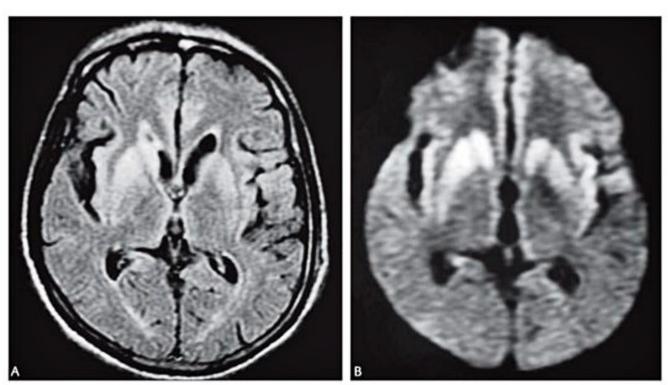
Paciente com demência associada à doença de Creutzfeldt-Jakob. Imagem de RM no plano axial, ponderada em FLAIR (A), demonstra lesões bilaterais com hipersinal nos núcleos caudados, putâmens e ínsulas, um pouco mais evidentes à direita. Essas lesões apresentam hipersinal na sequência de difusão (B).
